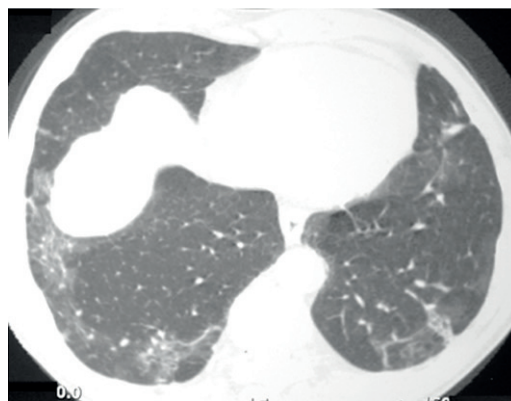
TC de tórax de paciente com PCM. Imagem no nível dos lobos inferiores mostra áreas de opacidades em vidro fosco na periferia dos pulmões. De permeio a estas alterações, observam-se opacidades lineares irregulares sugerindo alterações de evolução crônica.
